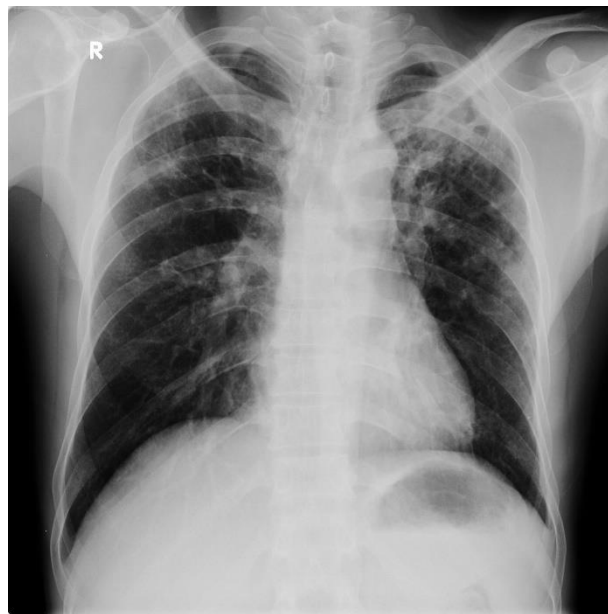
Imagen de radiografía de tórax
